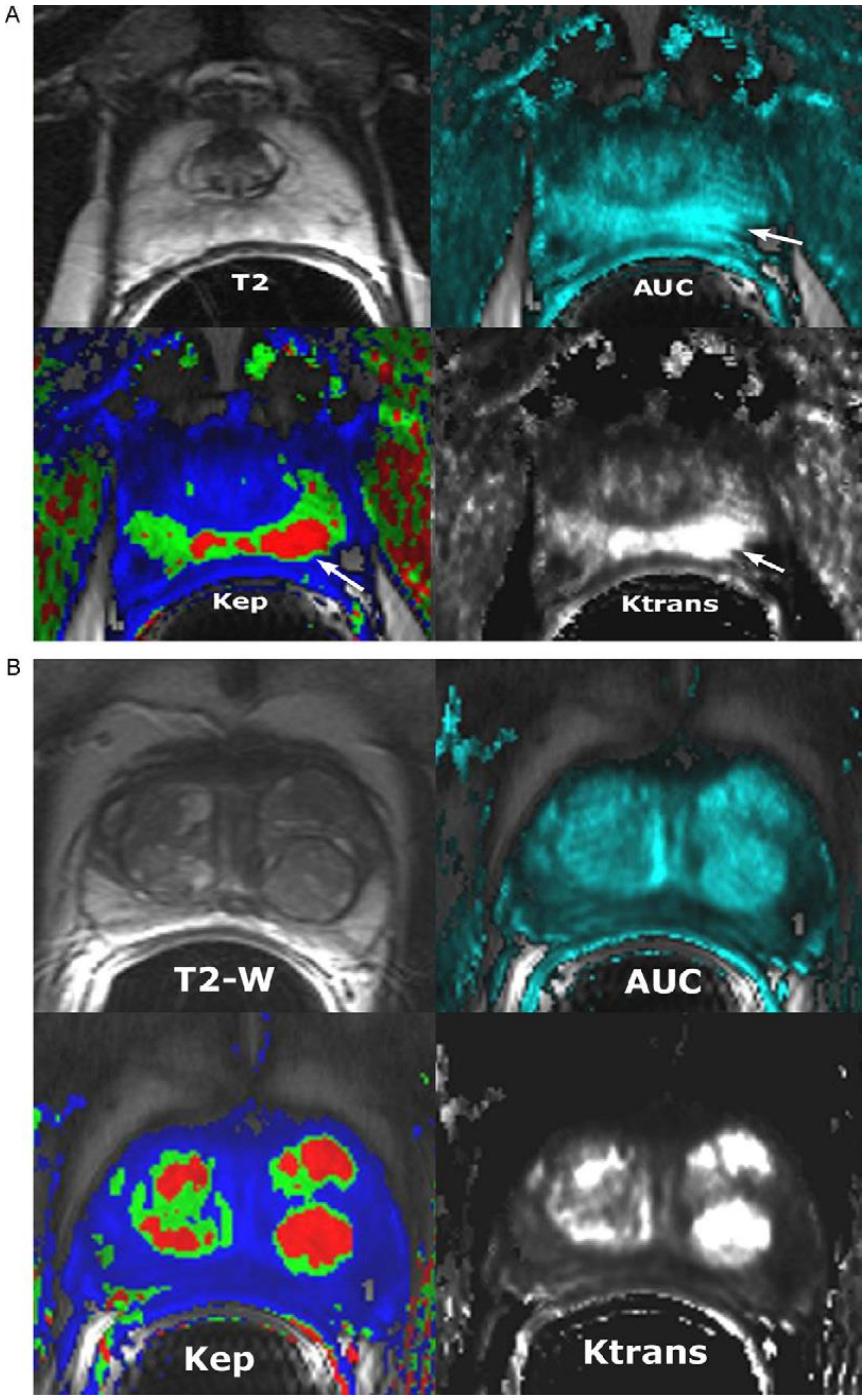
Limites de l'IRM dynamique.
